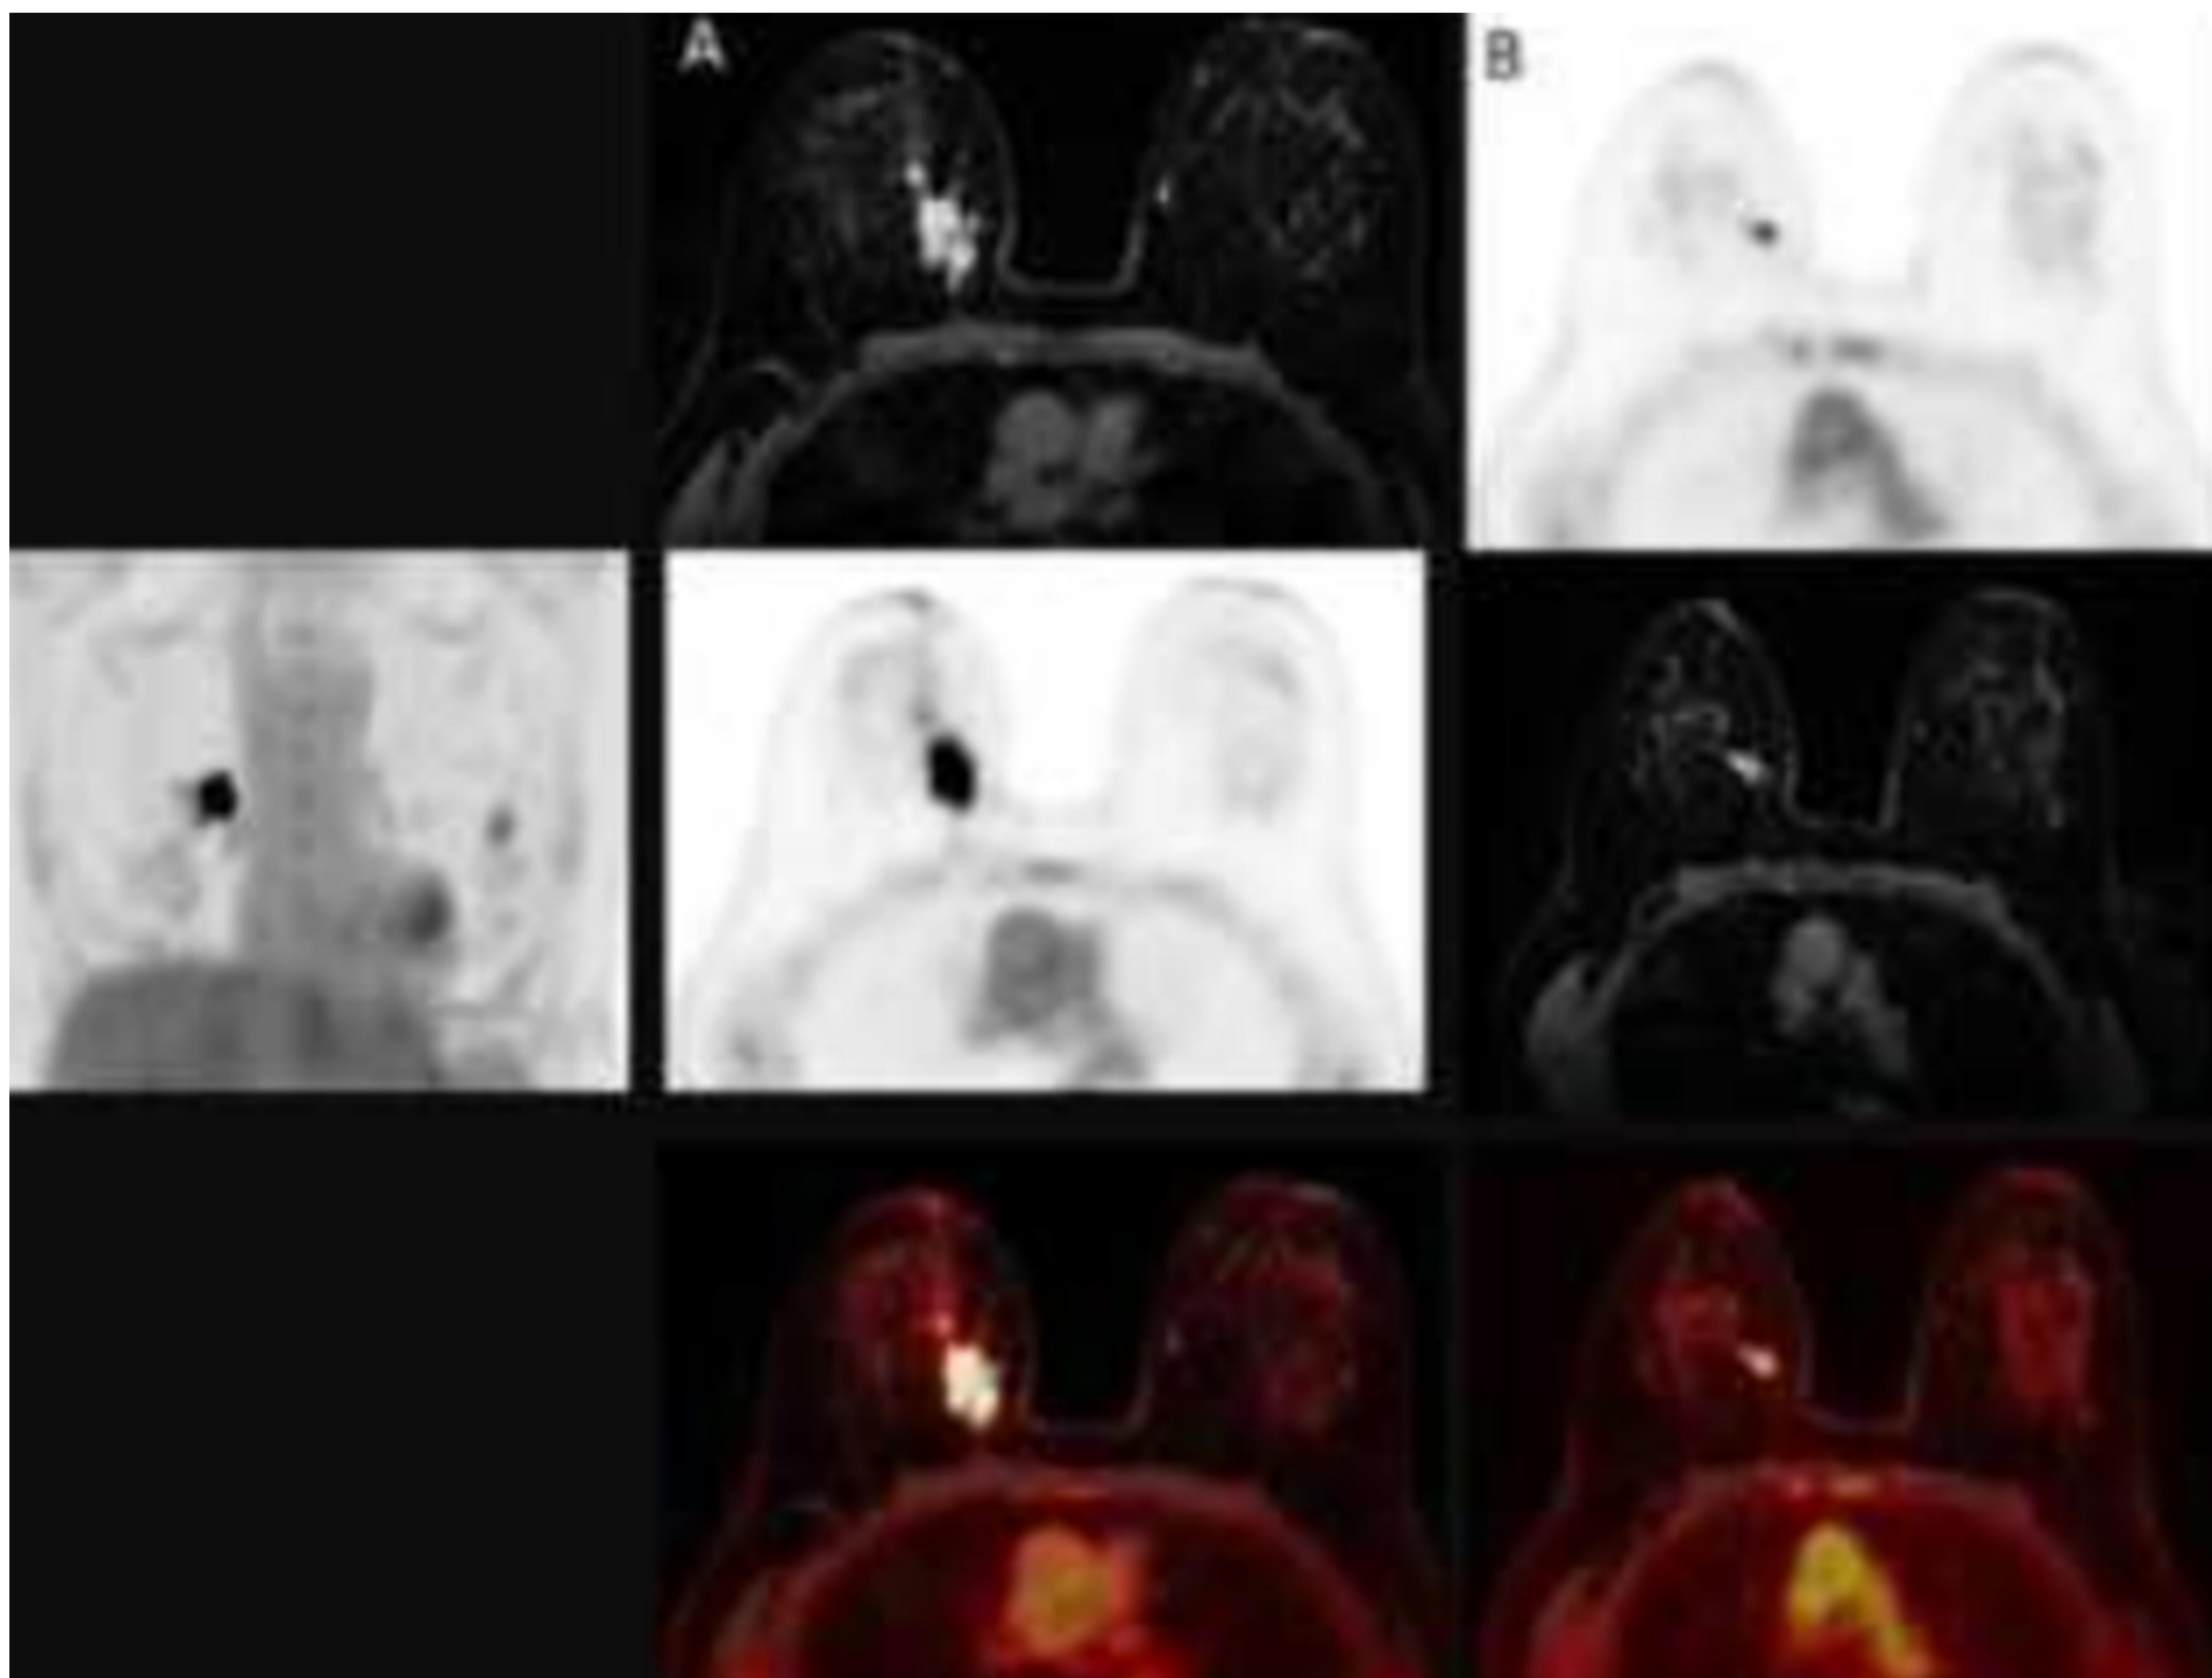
Imagen MIP selectiva mamaria y cortes axiales PET, RM y fusión seleccionados de la lesión primaria (A) y cadena mamaria interna (B).
